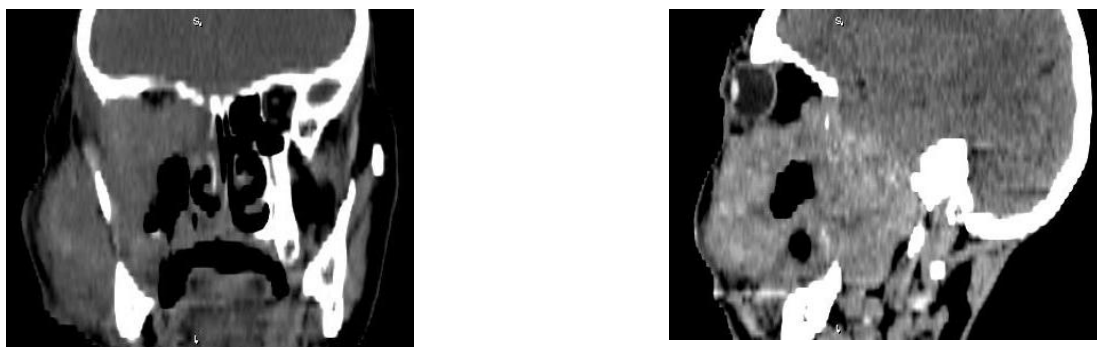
Двухмерное КТ графическое моделирование. КТ больного с обширной, злокачественной опухолью верхней челюсти, распространяющейся в полость черепа и орбиту.
